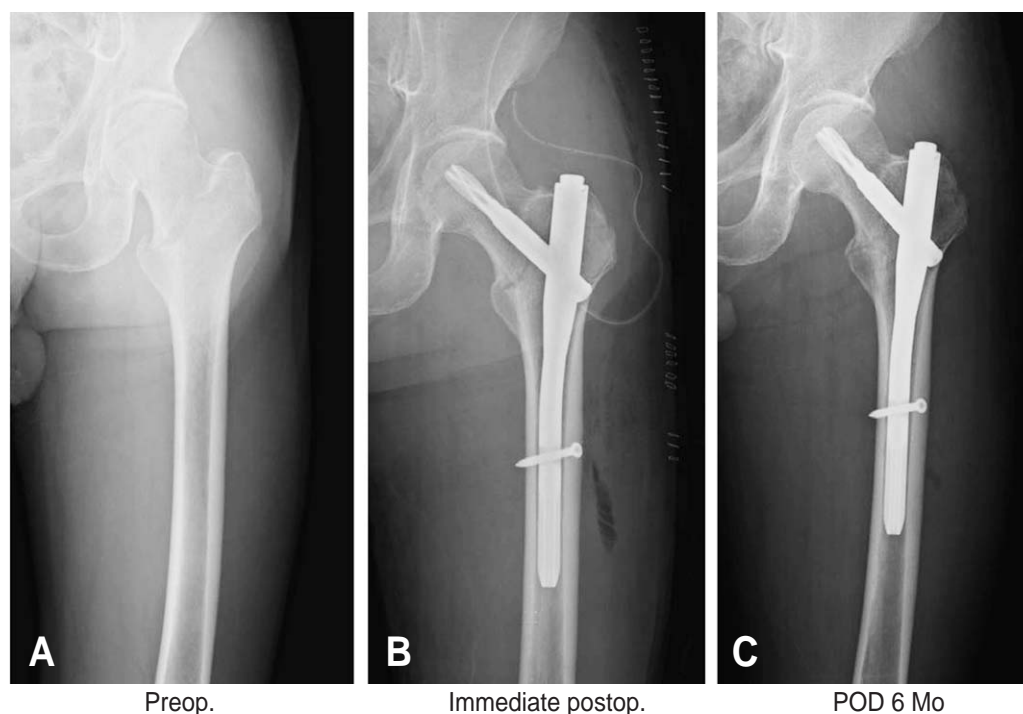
Radiographs of AO/OTA 31A-21 fracture in 62 years old female patient treated with PFNA and show satisfactory reduction and firm fixation.
